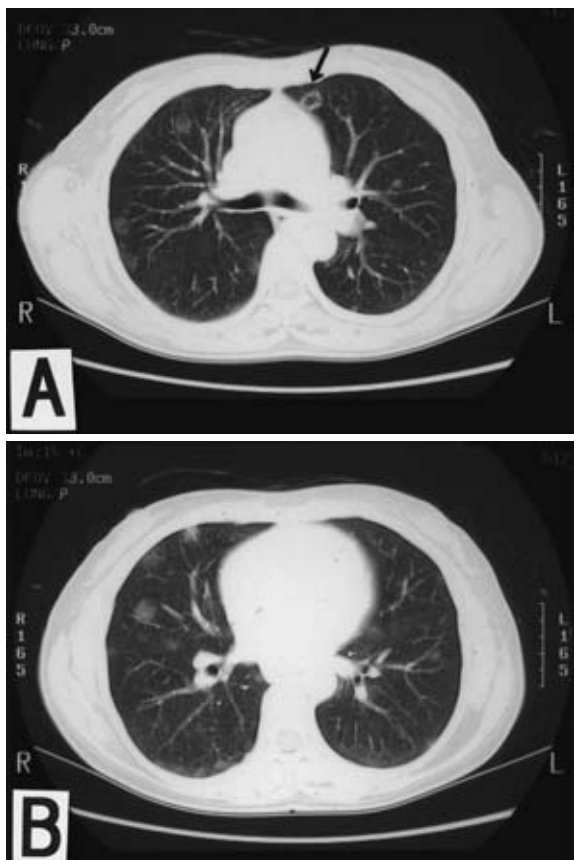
Chest CT scans showing multiple nodular opacity (A, B) with cavity (A, arrow) in peripheral region of bilateral lungs.
